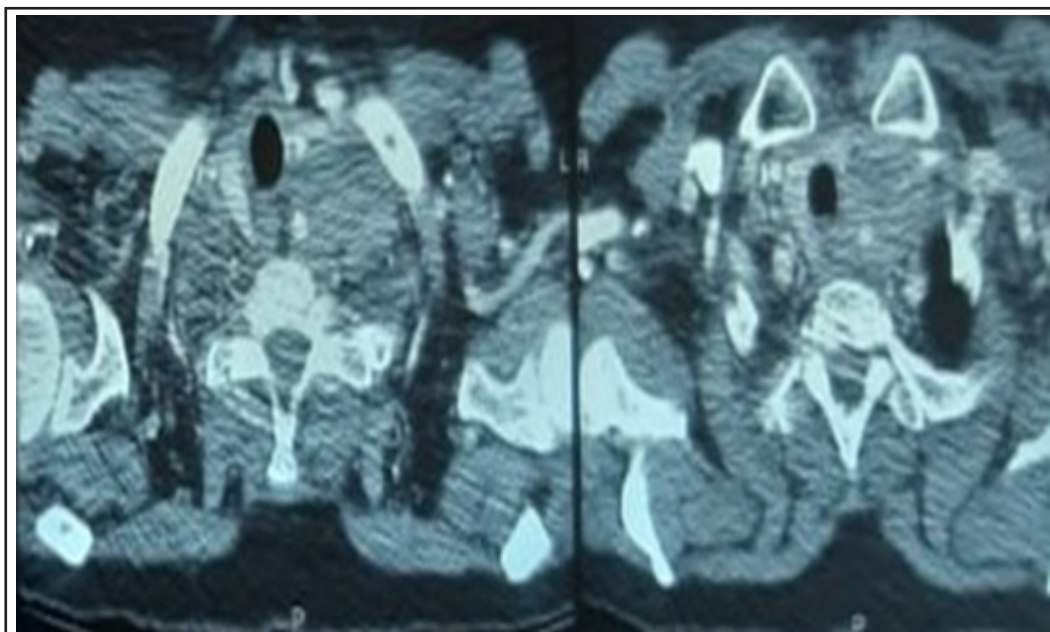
Coupe TDM montrant l'aspect de la masse, sa localisation et son extension
